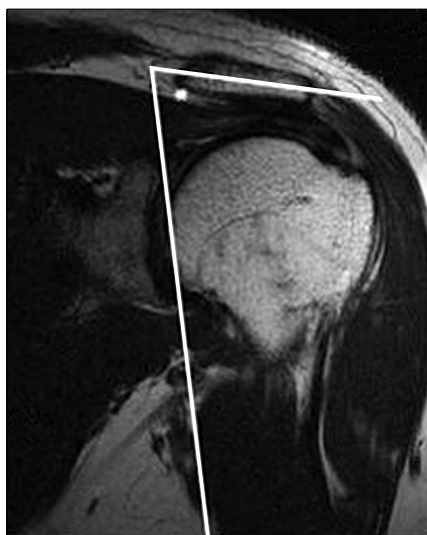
The lateral acromion angle was measured as the angle between the line through the midsubstance of the acromion. The bony outline of the glenoid cavity on the oblique coronal MR image was measured immediately posterior to the acromioclavicular joint.
